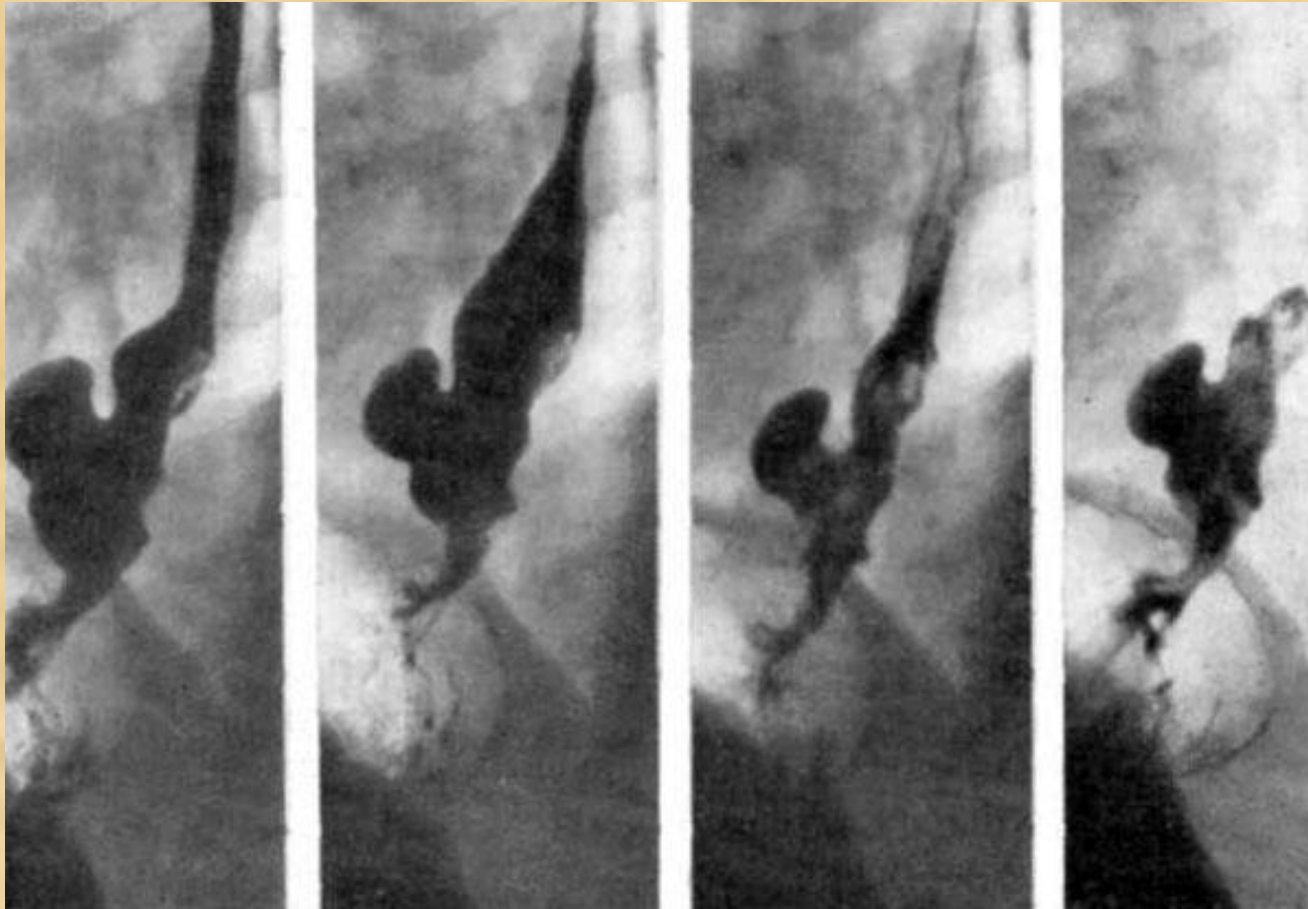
Экзофитный узловатый рак. Прицельные рентгенограммы пищевода. Краевой дефект наполнения по задней стенке VII—IX сегментов (ТІХ-ХІ) пищевода с бугристыми контурами, по передней стенке — эпифренальный дивертикул.
